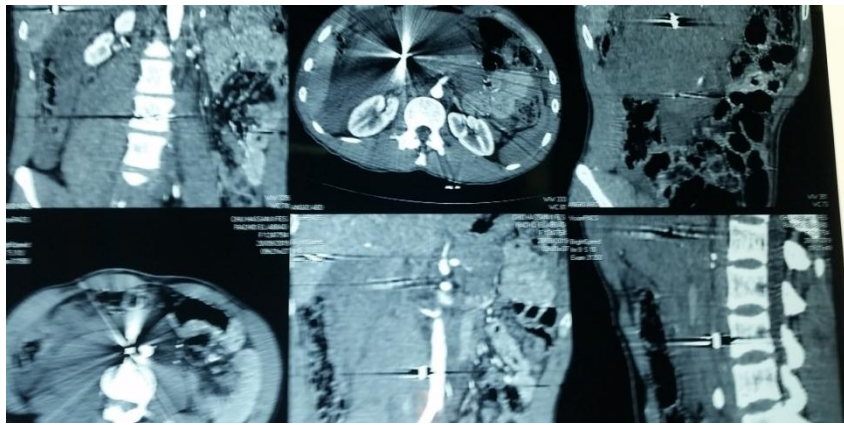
une TDM montrant la balle et son trajet (CHU Hassan II de Fès)
